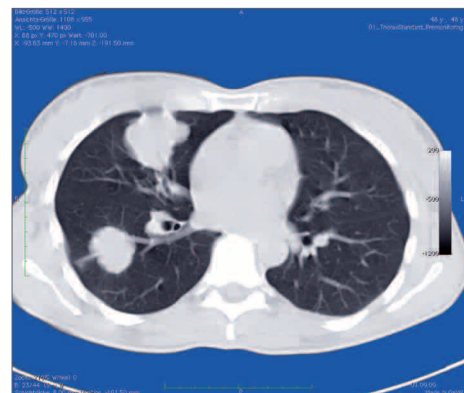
Computertomographische Aufnahme ausgeprägter Lungenmetastasen (links im Bild)
